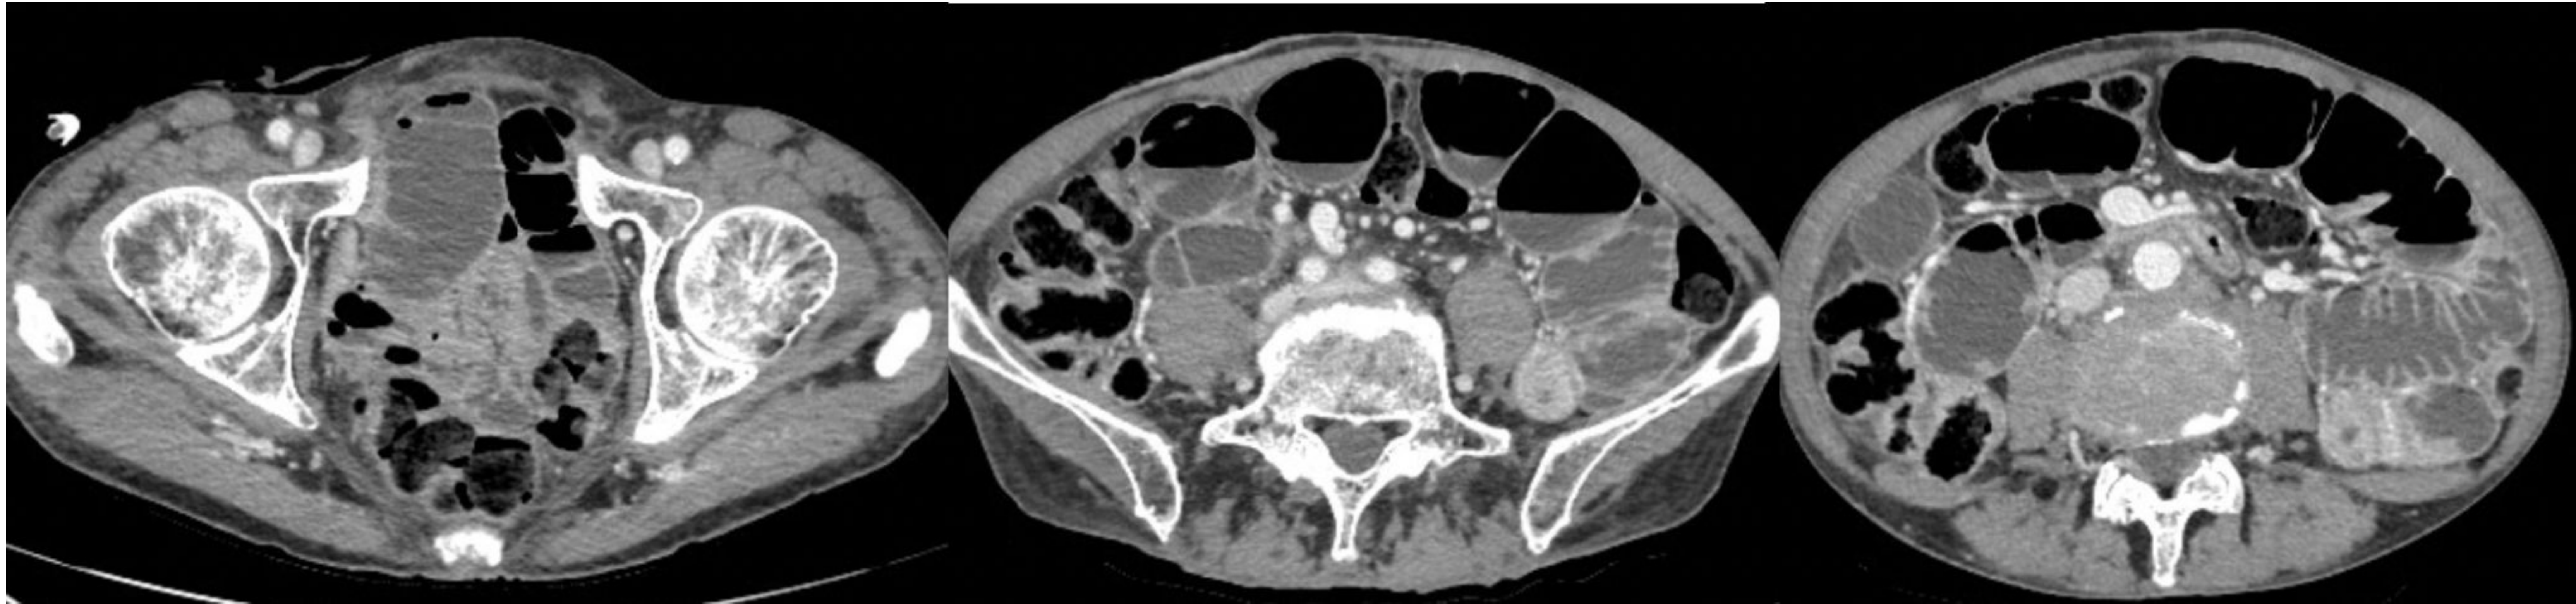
TC de abdomen con contraste iv en fase portal. Dilatación generalizada de asas de delgado sin causa evidente de obstrucción en paciente en tratamiento con cisplatino.
